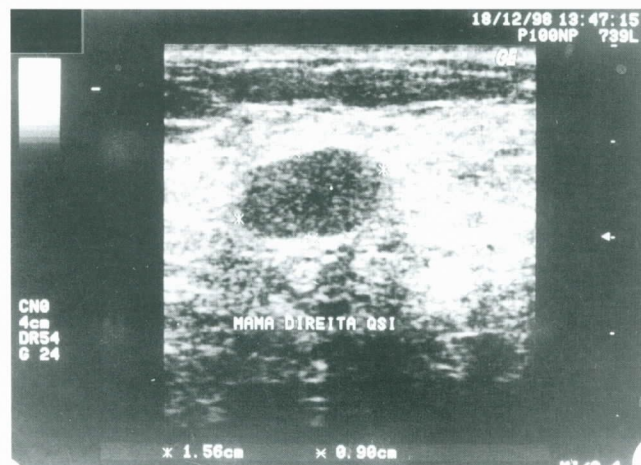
Ultra-sonografia: nódulo sólido
